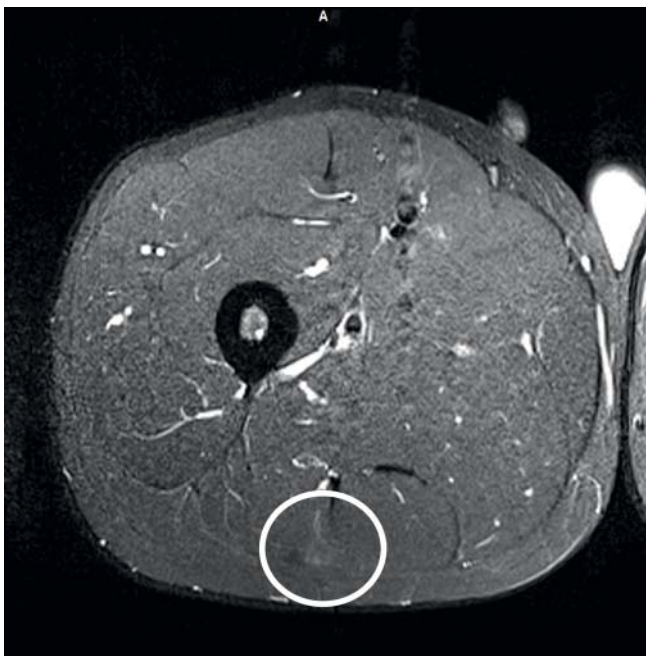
Axiale, kernspintomografische Darstellung in T2-Wichtung: Ödemsignal an der Oberfläche des M. semitendinosus.
